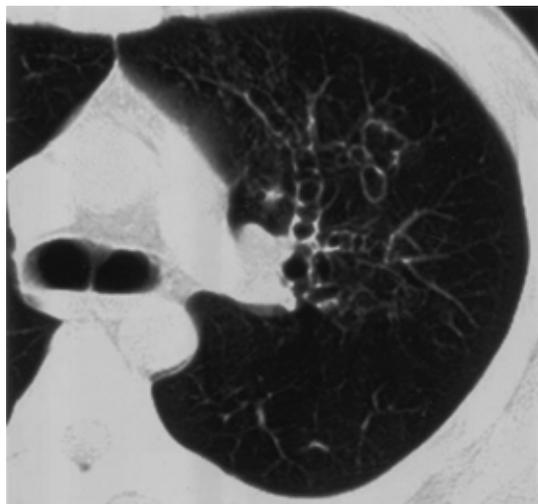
Chest CT film obtained 2 weeks after the initiation of corticosteroid therapy, and demonstrating central bronchiectasis. The mucoid impaction revealed in Figure 3 had disappeared.
